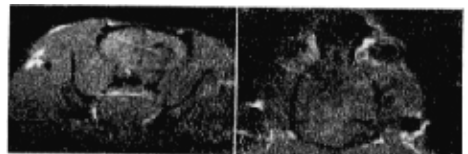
瘤内局注 CHML 后 100 d 鼠脑 MRI 增强扫描:局部无强化灶
